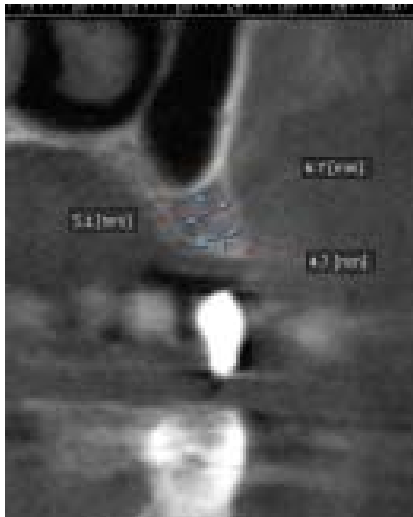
Imagen de tomografía computarizada mostrando las medidas realizadas para determinar la cantidad de estructura ósea disponible para la colocación de un implante dental con la técnica de osteótomos (pieza 15).
